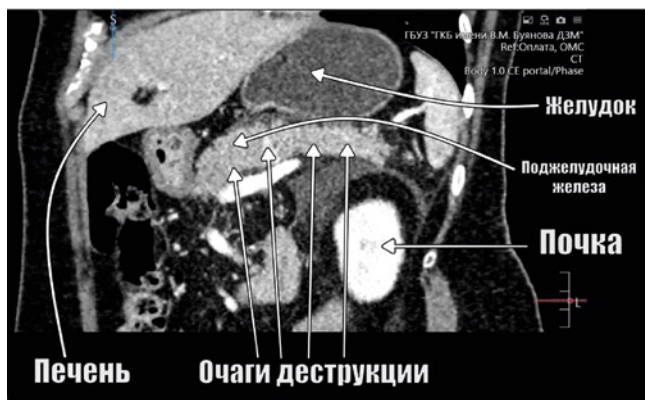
КТ-картина повреждения поджелудочной железы.
